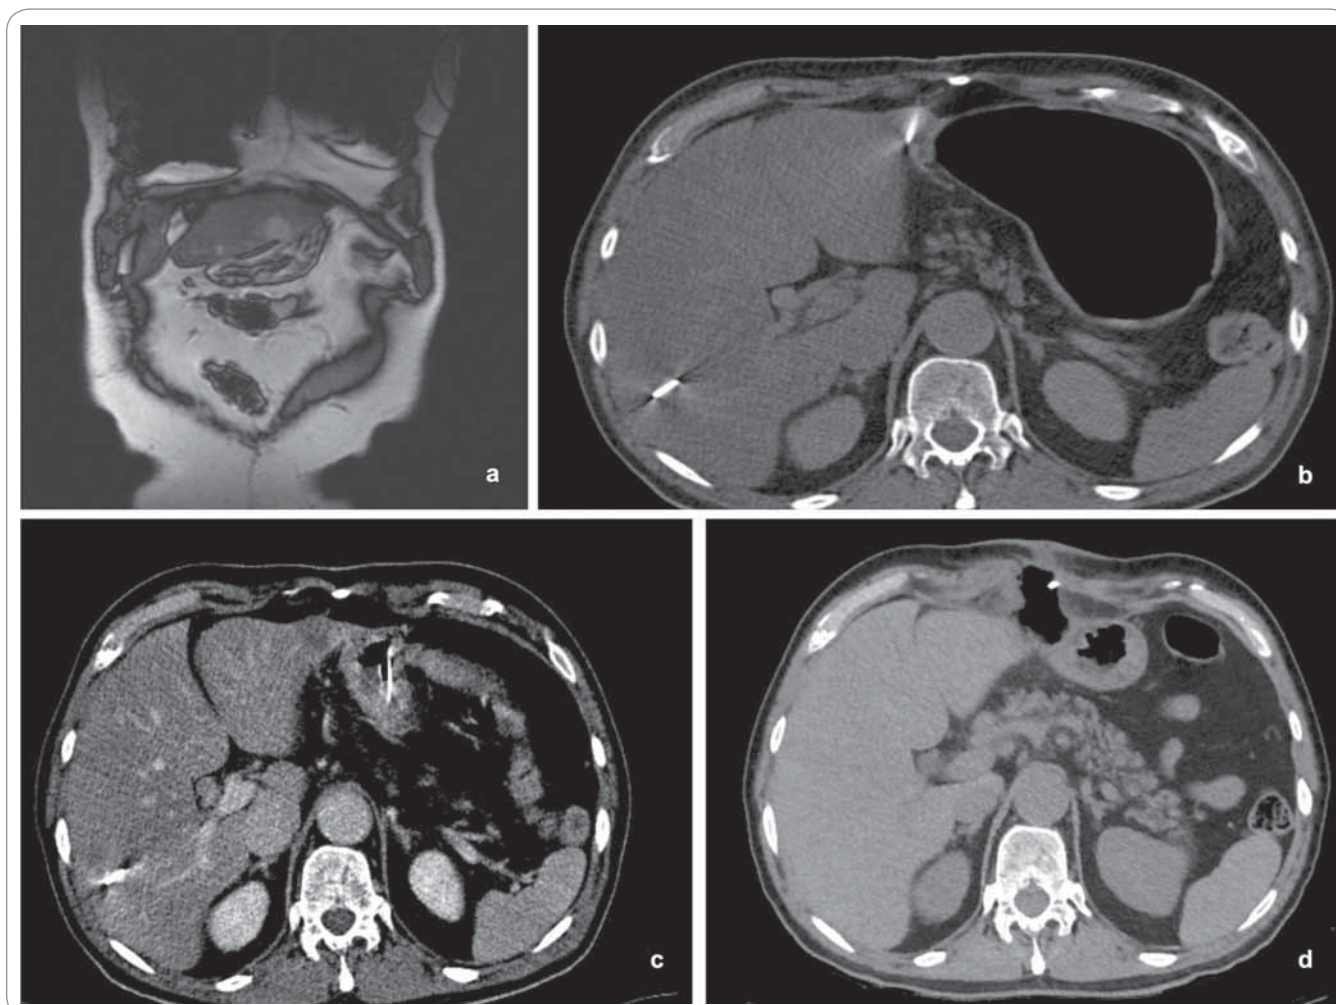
MRI true fast imaging sequence. Colorectal liver metastasis in segment II adjacent to the stomach (a); microwave antenna placement during the procedure (b); post-procedural CT image after contrast medium injection reveals complete ablation of the lesion and no immediate complications (c); CT examination 20 days after the procedure reveals findings consistent with gastric perforation and gastrocutaneous fistula (d).
